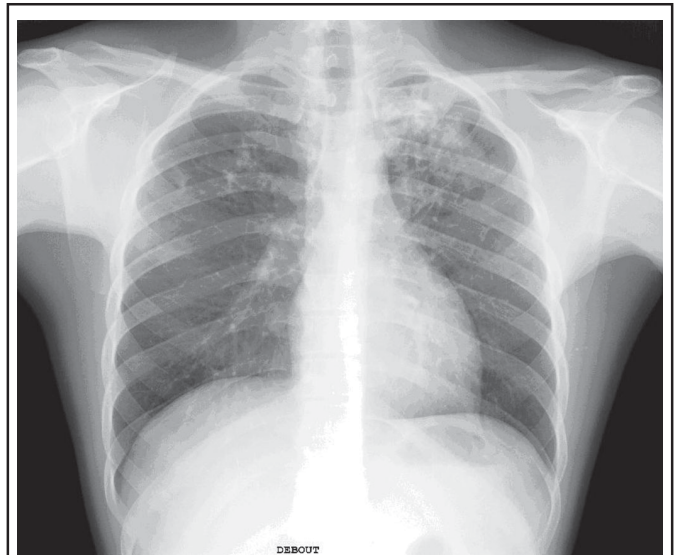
Radiographie de thorax après 48 h de corticothérapie.
